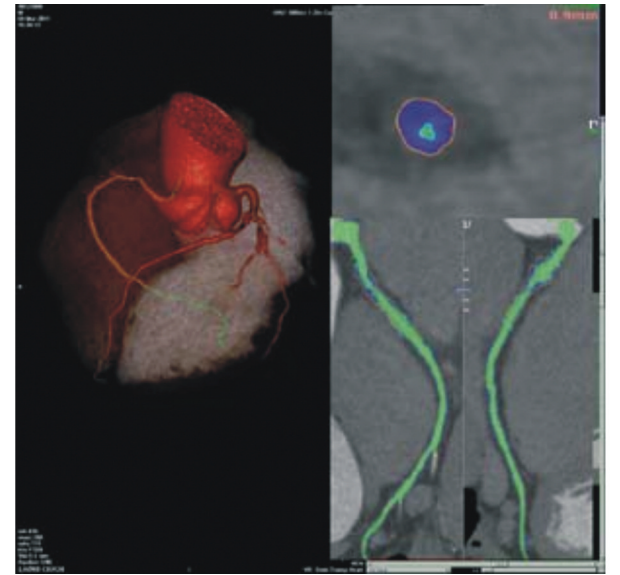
320 排 CTA 示冠状动脉纤维斑块 右冠状动脉(right coronary artery, RCA)近段蓝色纤维斑块, 管腔重度狭窄。
